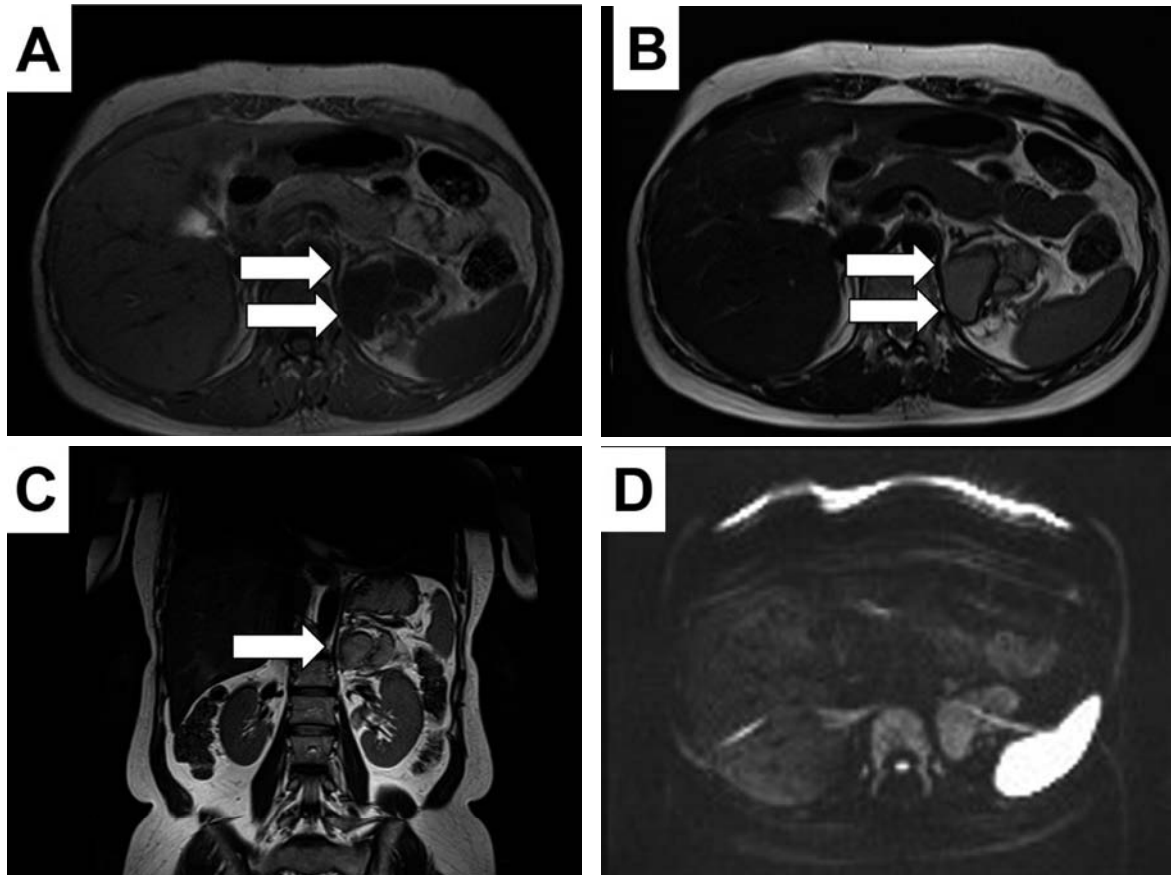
Abdominal MRI (arrow heads: the tumor): (A) T1-weighted image. (B, C) T2-weighted image. (D) Diffusion-weighted image.
